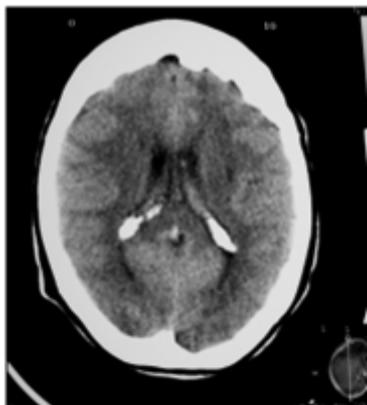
Neuroimagen en una TAC simple de cráneo.
